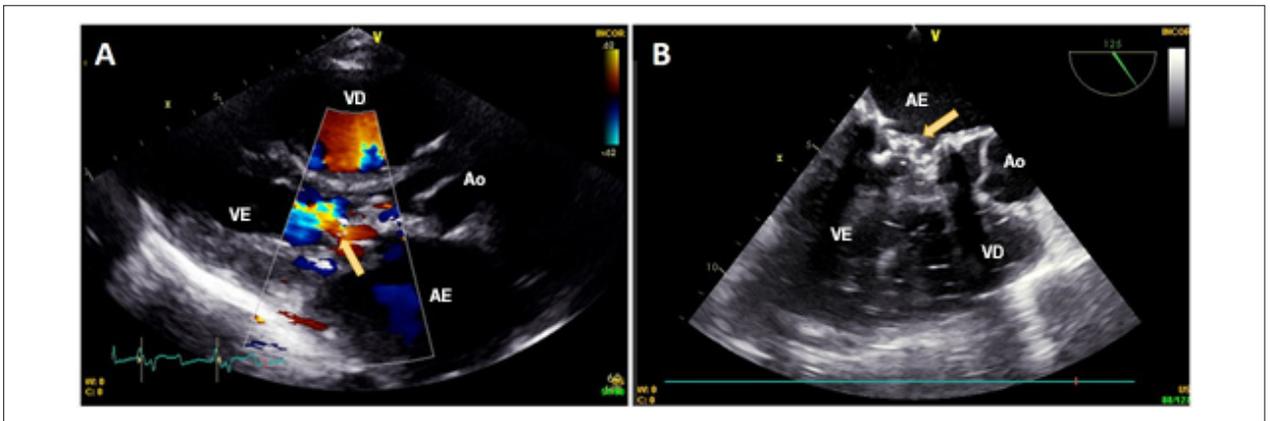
(A) Ecocardiograma transtorácico, janela paraesternal em eixo longo, demonstrando espessamento da prótese biológica mitral com aceleração do fluxo transprotético ao Doppler, com mapeamento de fluxo em cores. (B) Ecocardiograma transesofágico detalhando espessamento, calcificação e restrição de mobilidade da prótese mitral.
